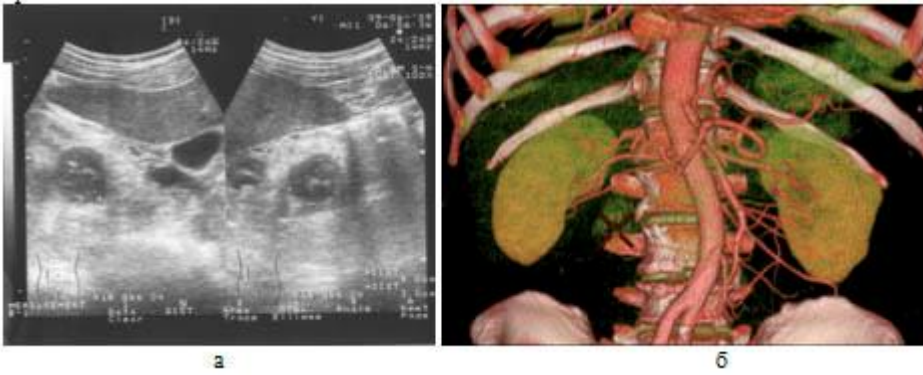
Ультразвуковая (а) и КТ-картина (б) опухоли
